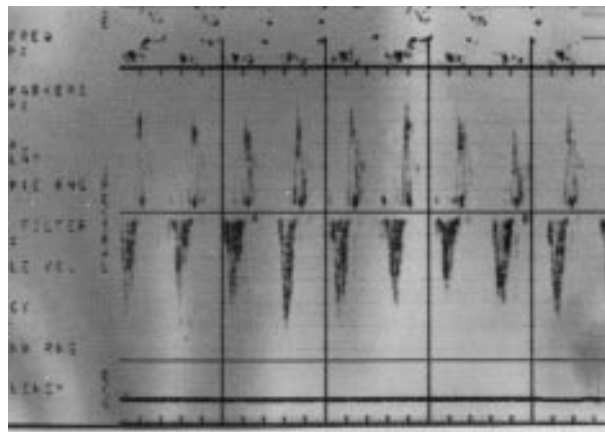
Ecocardiograma bidimensional — defeito do septo ventricular muscular comprovado pelo Doppler.
